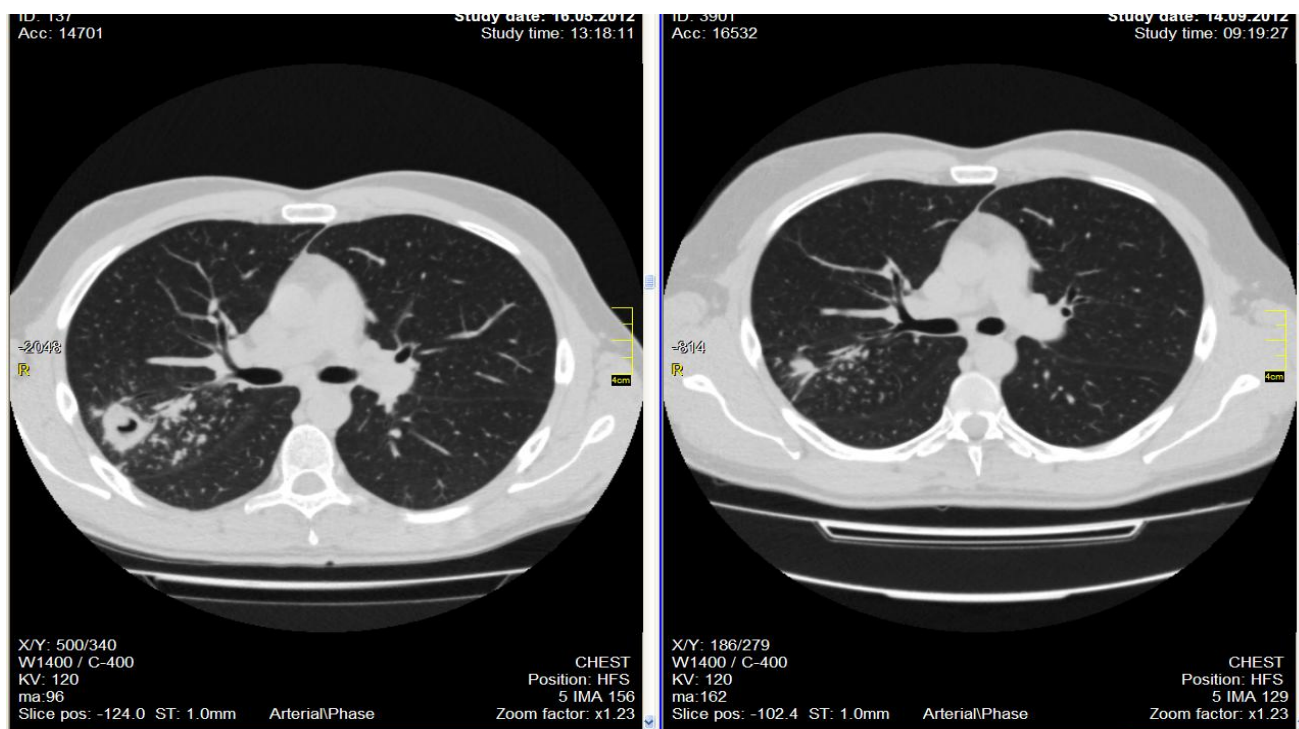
Аксіальні зрізи КТ хворого К. на початку лікування (зліва) та після завершення інтенсивної фази лікування (зправа).
